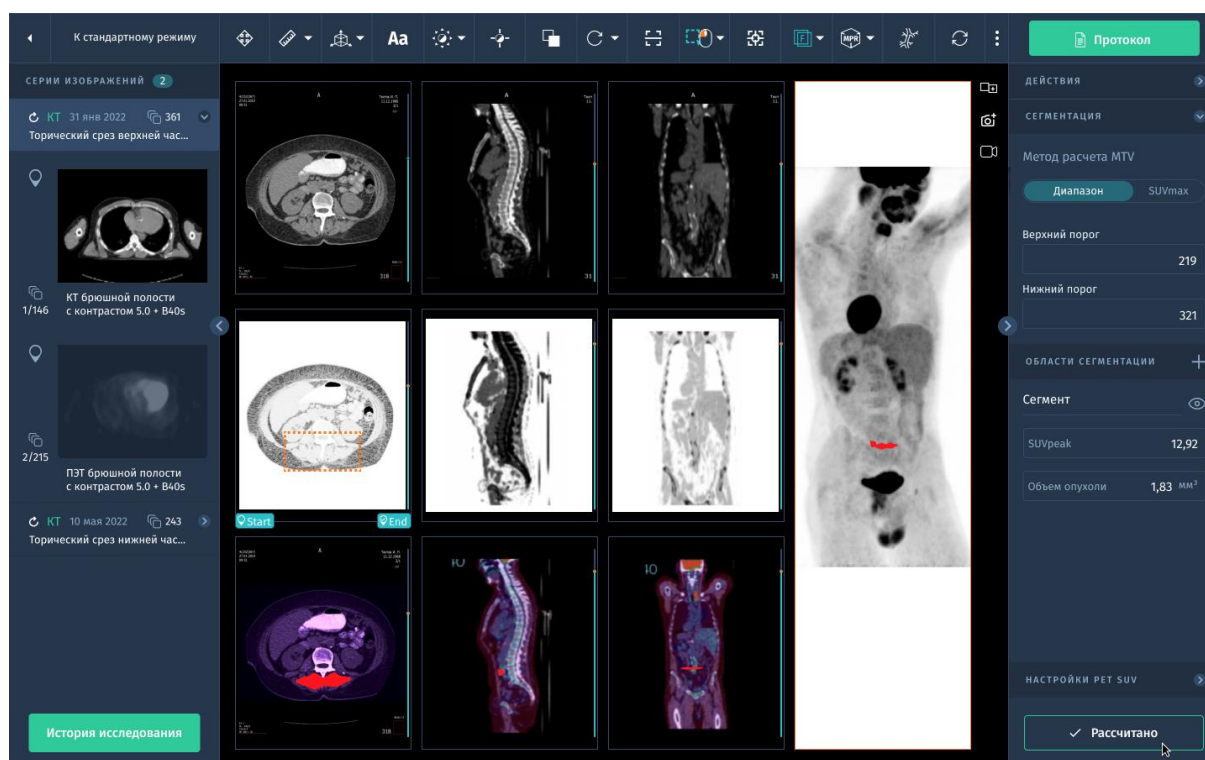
Анализ ПЭТ-КТ исследования в окне "Viewer".
